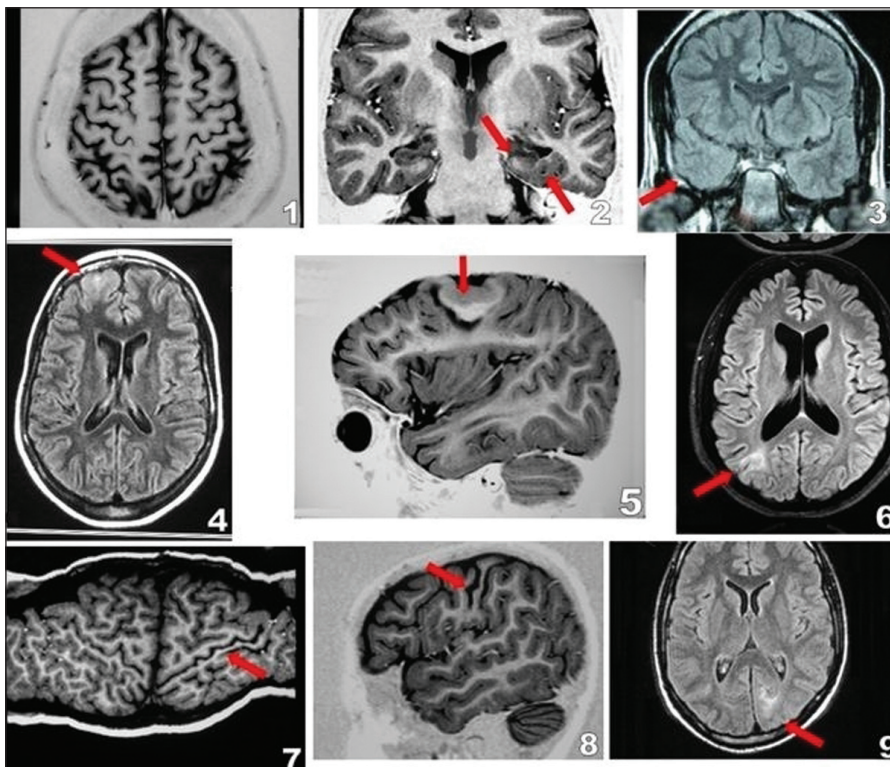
Alterações estruturais a RM em pacientes com Displasia Cortical Focal. 1 - normal; 2 - esclerose hipocampal e perda da nitidez entre substância branca e cinzenta; 3 - perda da nitidez entre substância branca e cinzenta; 4 - hipersinal na lesão; 5 - espessamento focal do córtex; 6 - sinal *transmantle*; 7-8 - atrofia cortical; e 9 - hipersinal e redução da substância branca. (Fonte: Autora. 2010)
